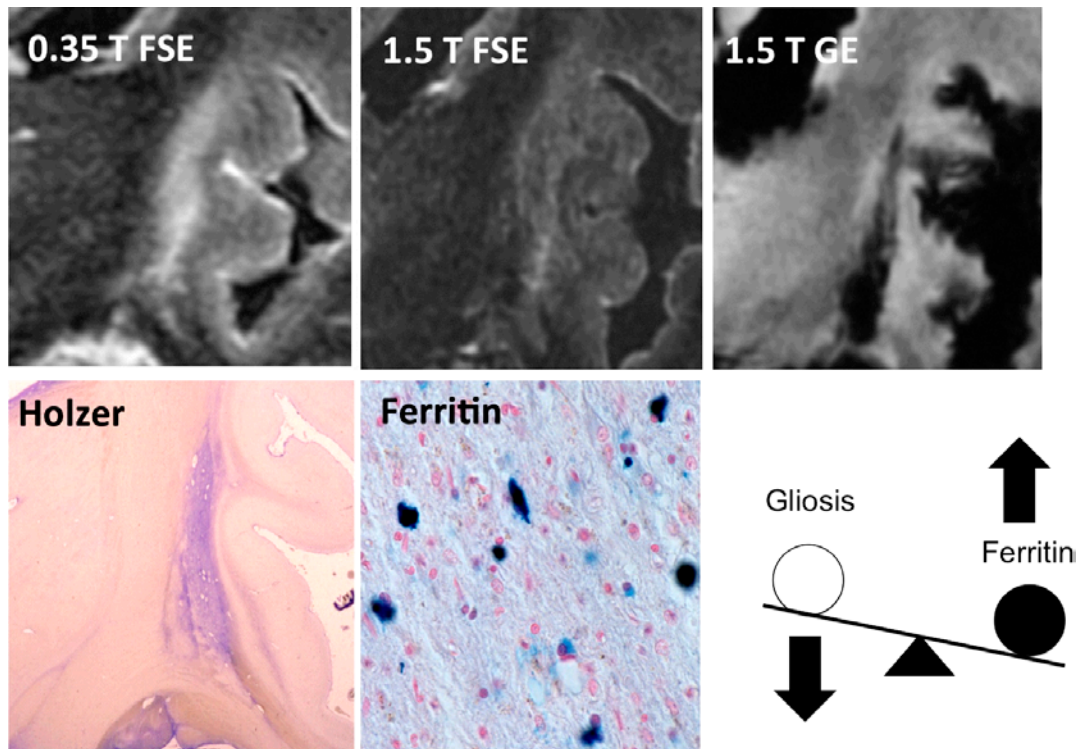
Field strengths and sequences influence putaminal MRI findings in multiple system atrophy.
